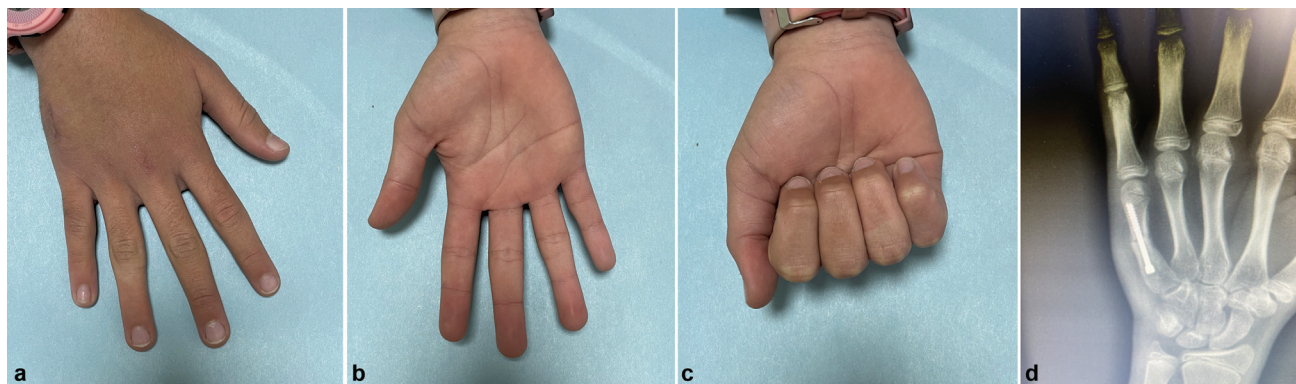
Resultado funcional final y radiografía. Se evidencia corrección del defecto rotacional.
